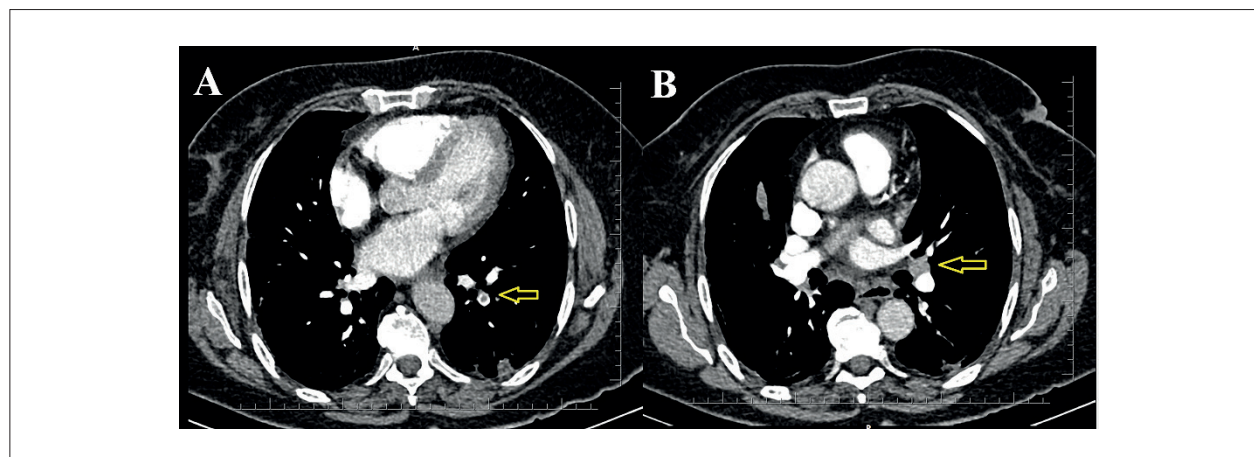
Angiotomografia computadorizada da artéria pulmonar. A: Defeitos de enchimento em ramos arteriais segmentares para o lobo inferior esquerdo; B: Defeitos de enchimento no tronco da artéria pulmonar esquerda.
